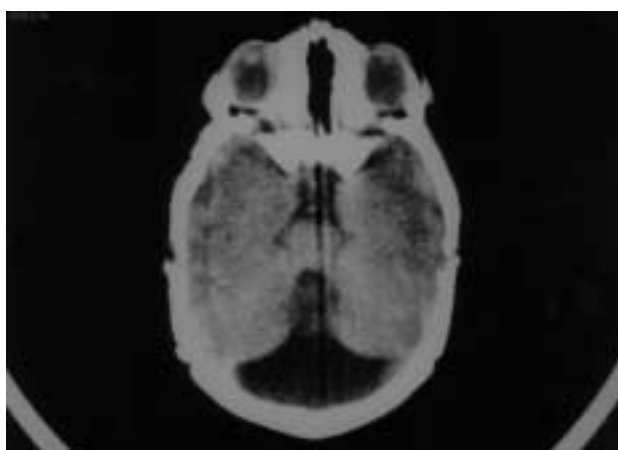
Tomografía computada en la que se aprecia la amplia comunicación entre la cisterna magna y el IV ventrículo.
